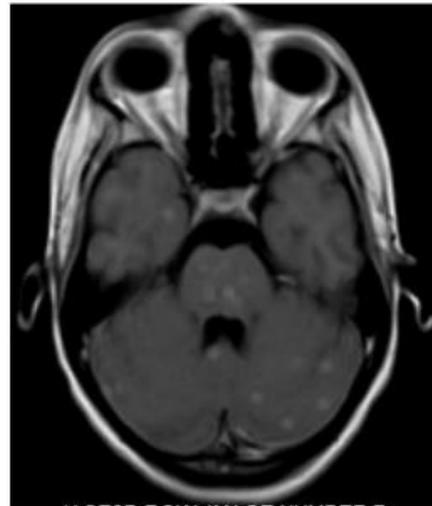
Resonancia de encéfalo con imágenes múltiples con hiperseñal en T2 de contornos regulares
